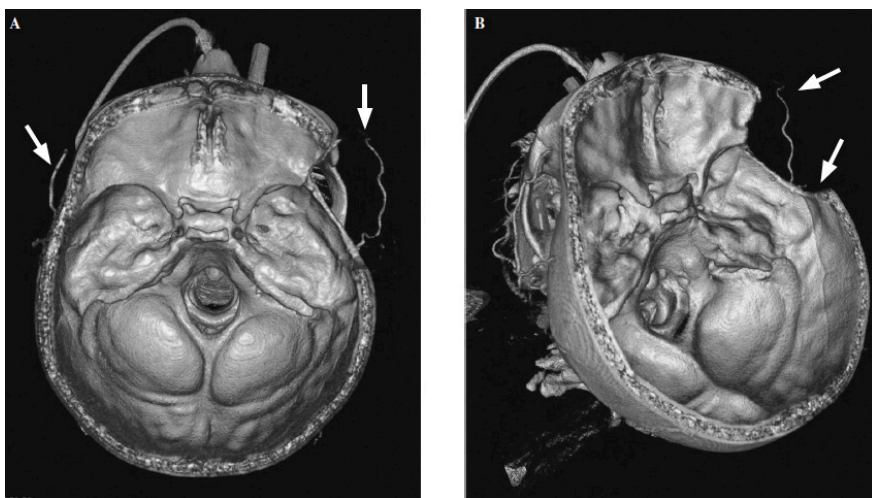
Reconstrucción tridimensional de una angiotomografía computarizada que demuestra la ausencia completa de circulación intracraneal. Se pueden ver las arterias temporales, ramas de la arteria carótida externa y un defecto óseo correspondiente a la craneotomía descompresiva (estudio realizado en el Servicio de Radiología I del Hospital Universitario Central de Asturias).
